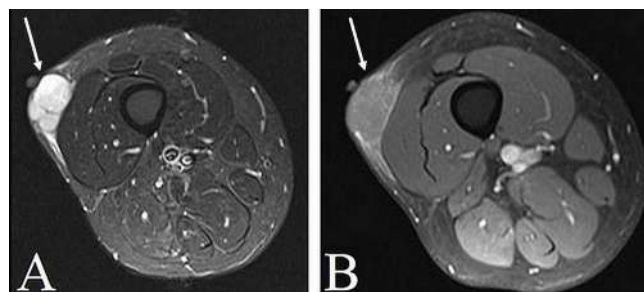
A) Ressonância magnética (RM) da coxa direita no corte axial na sequência T2 STIR. B) RM da coxa direita no corte axial na sequência T1 FAT SAT com contraste, demonstrando lesão nodular com discreto realce pelo contraste, localizada no subcutâneo da face anterior da coxa em íntimo contato com a fáscia do ventre muscular do vasto lateral (seta branca).
